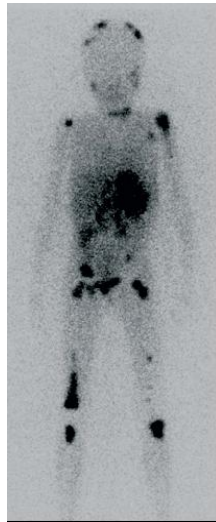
Diagnòstic per l'imatge. L'escintigrafia amb el marcador metaiodobenzilguanidina (MIBG) (es concentra selectivament en més del 90 % dels neuroblastomes) permet visualitzar els múltiples focus de malaltia, incloent os i teixit tou. Adaptat de Maris et al. (2007).
